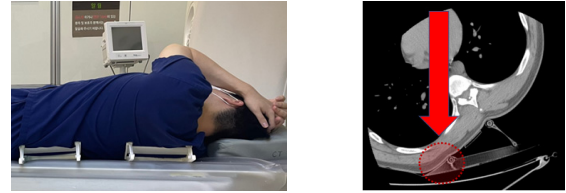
Shovel-shaped biopsy assist device in CT image
